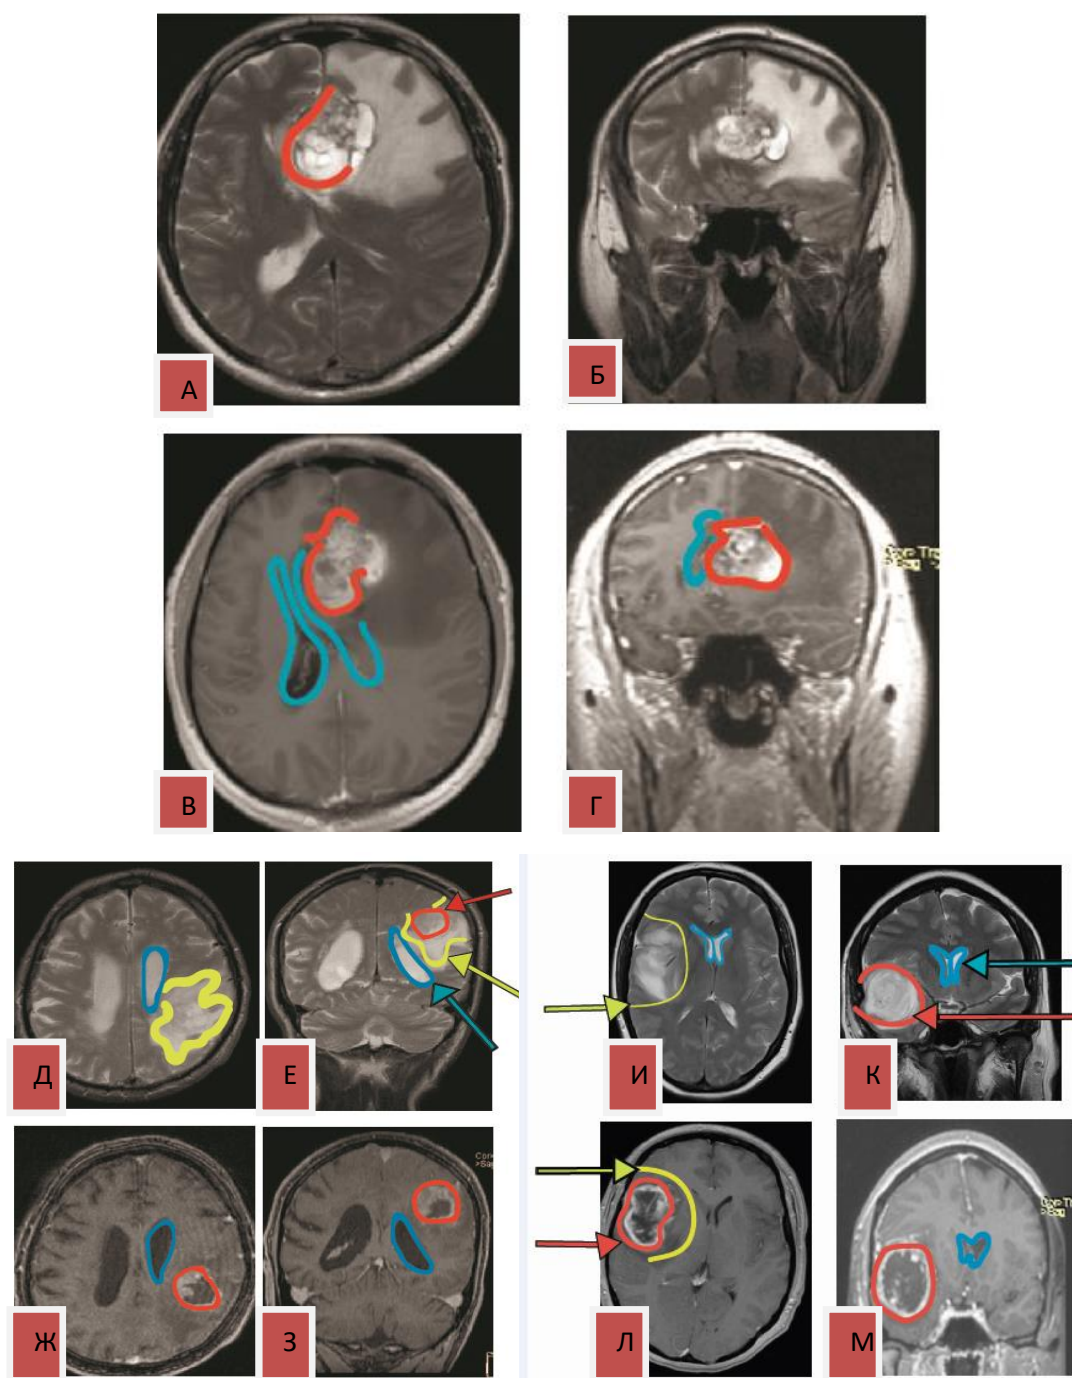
МРТ головного мозга (T1 и T2 ВИ, аксиальные и коронарные срезы)
